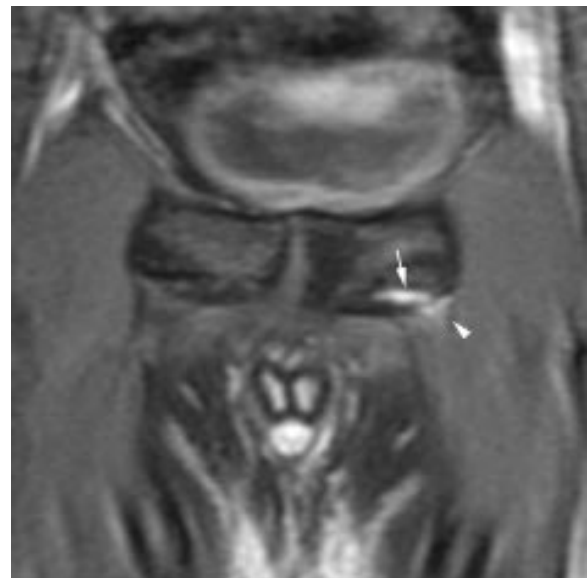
Syndrome du gracile : coupe frontale IRM en pondération T1 fat sat après injection de produit de contraste : lésion fissuraire périphérique (flèche) associée à un rehaussement électif de l'enthèse du muscle gracile (tête de flèche).
